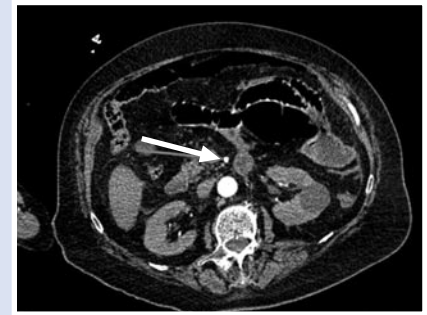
Мультиспиральная КТ органов живота с внутривенным контрастированием. Стрелкой указан просвет второго сегмента верхней брыжеечной артерии.
